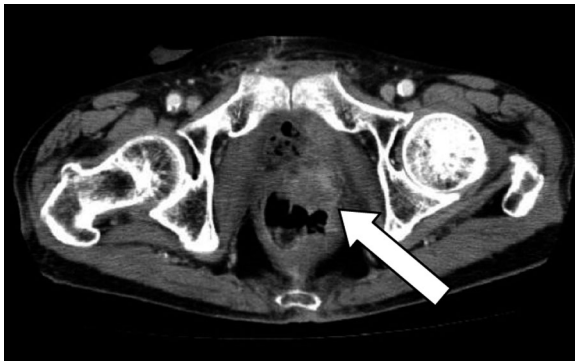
Computed tomography one month after radical cystectomy shows the local recurrence about 3 cm in the left pelvic area.
